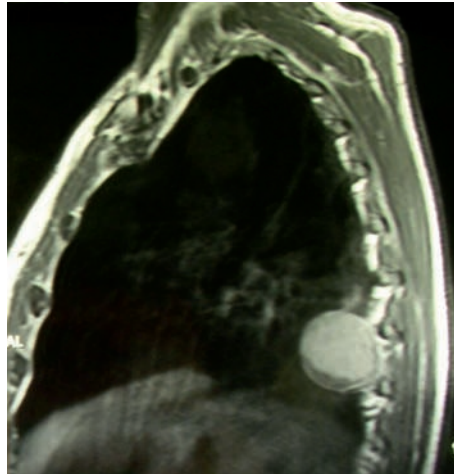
a: MRI eines paravertebralen Neurinoms im hinteren Mediastinum links.
